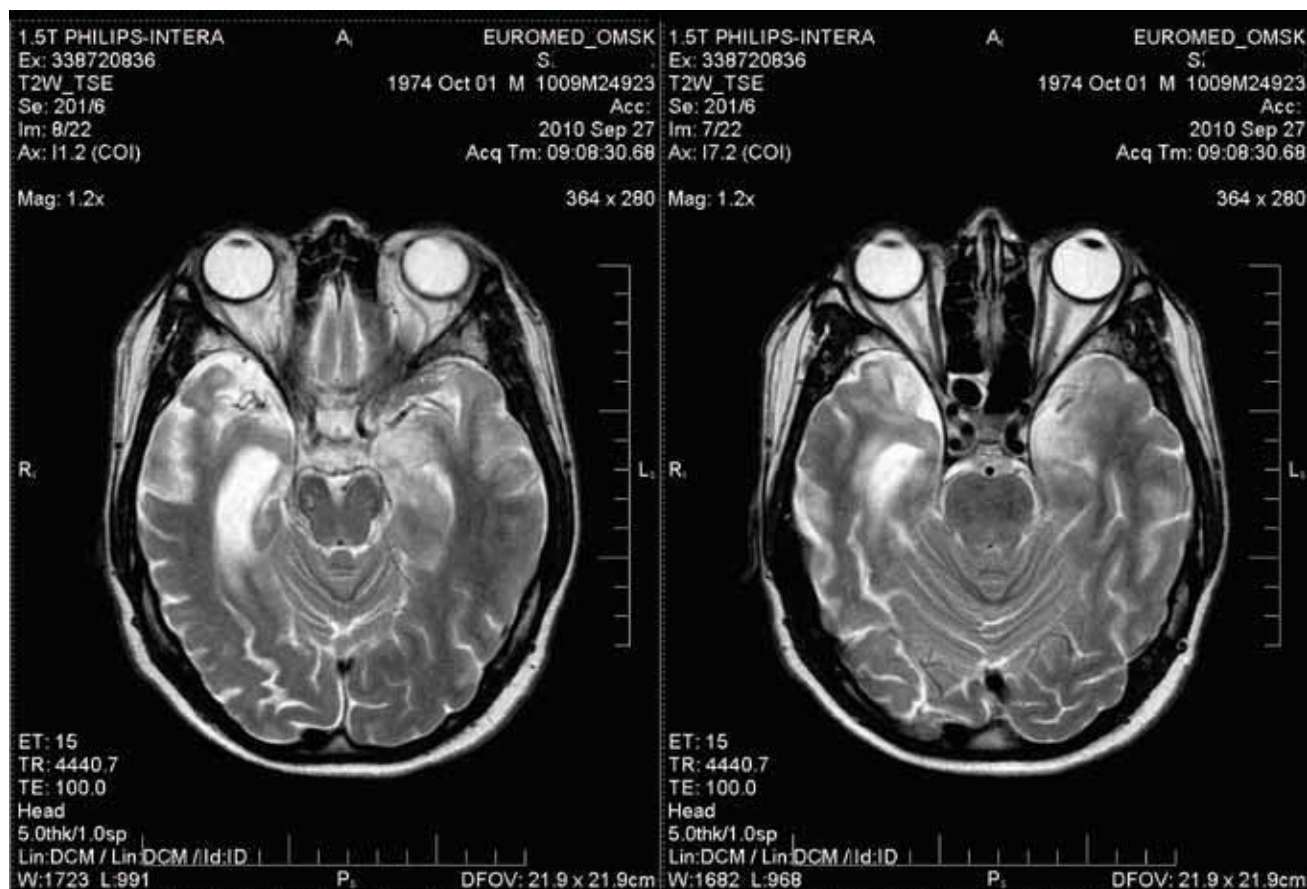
МРТ головного мозга в остром периоде
